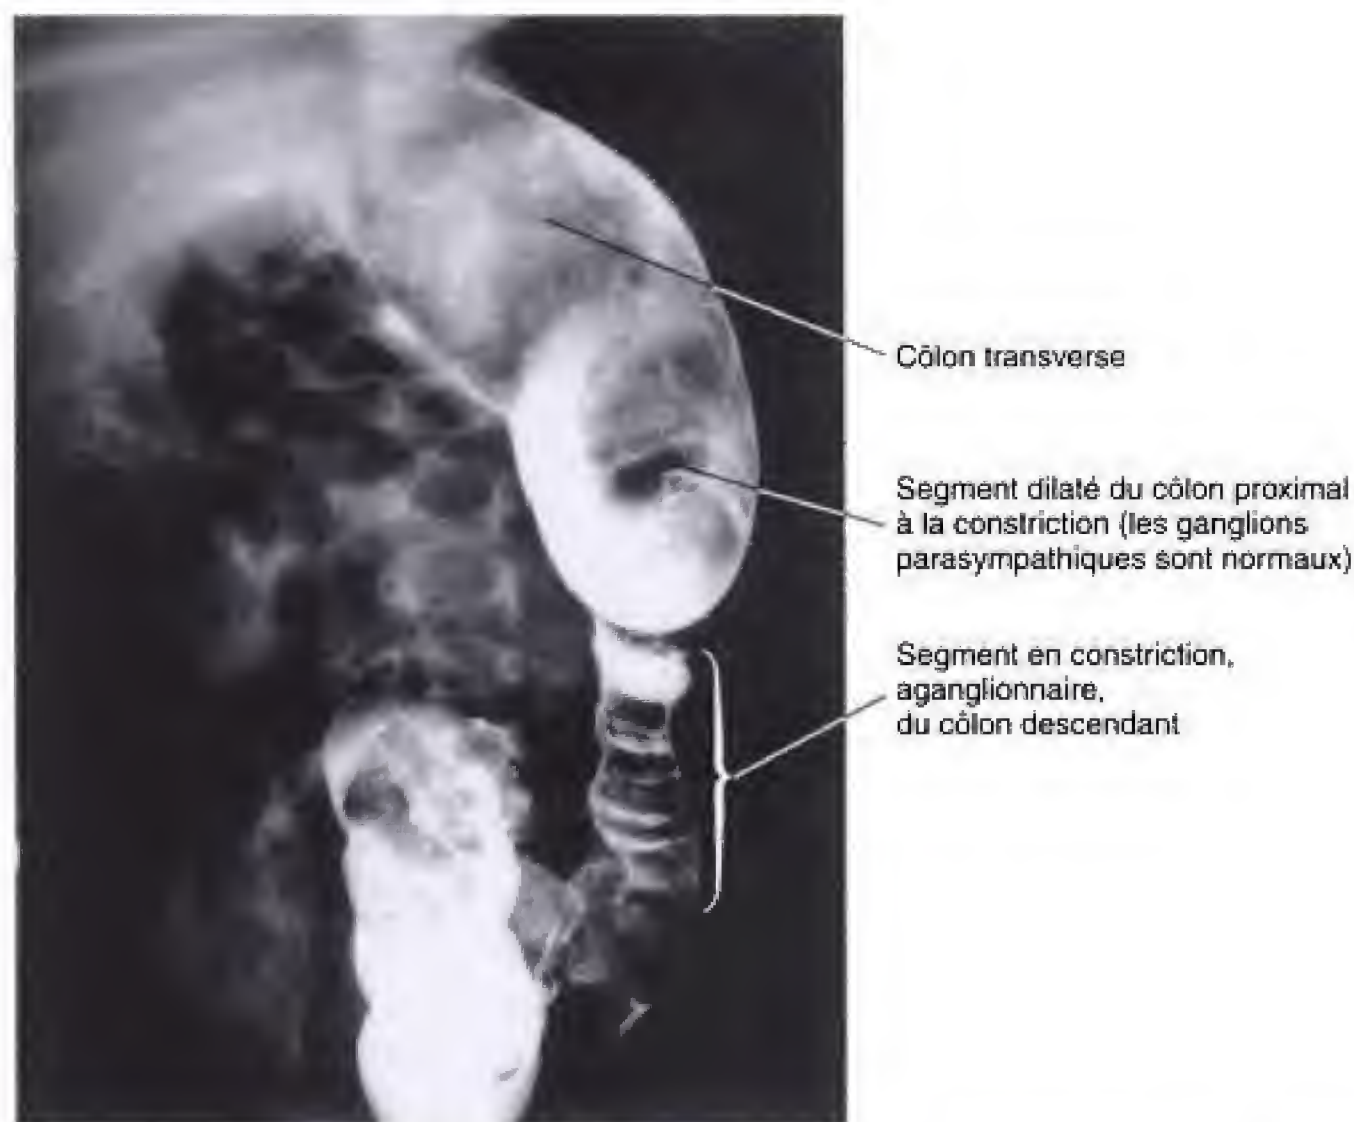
Radiographie, après lavement baryté, montrant le segment inférieur en constriction du tractus gastro-intestinal, chez un sujet atteint de maladie de Hirschsprung. La portion supérieure, adjacente du tube digestif, est dilatée mais possède une innervation autonome normale. (Photographie aimablement fournie par le Children's Hospital Medical Center, Cincinnati, Ohio.)
